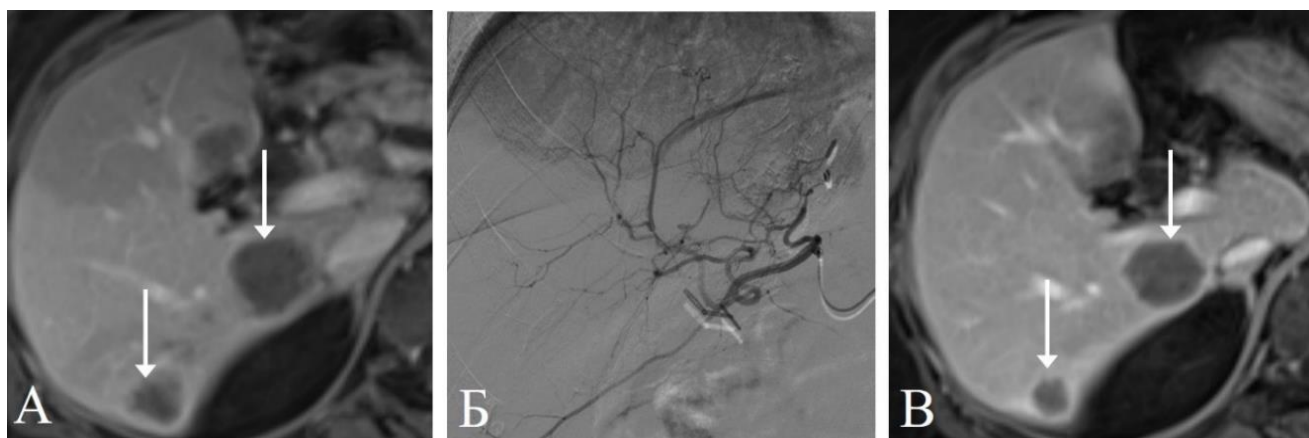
Пациентка 70 лет с вторичными новообразованиями при раке сигмовидной кишки. МРТ в венозную фазу до ТЛЛНМ (А) показывает несколько гиповаскулярных очагов 1-3см диаметром (стрелки). На ангиограмме (Б) указанные очаги не контрастируются, не видна сеть аfferентов. На МРТ в венозную фазу через 16 нед. после ТЛЛНМ (В) очаги уменьшились, однако имеют прежнюю степень контрастирования (стрелки)
